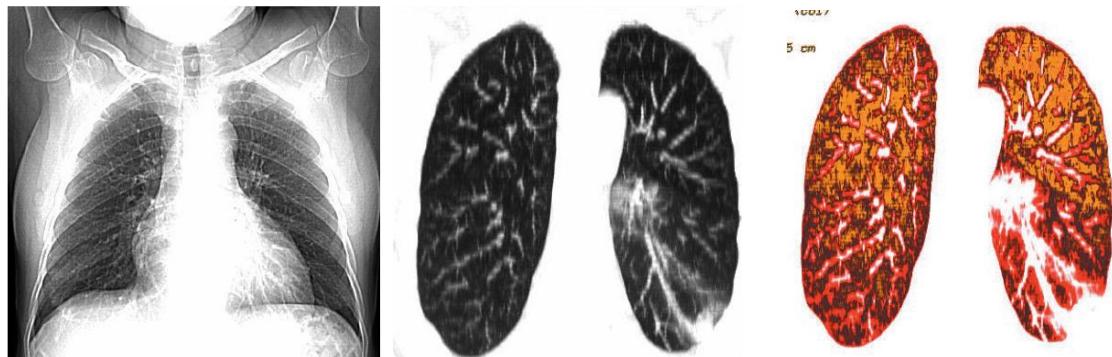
На обзорной рентгенограмме достоверных признаков изменений в легких не выявлено. При МСКТ в режиме цветовой фильтрации изображений (Page Phase) и при объемной реконструкции выявляются участки уплотнения легочной ткани, расположенные в базальных сегментах обоих легких, приближающиеся к треугольной форме, широко прилежащих к плевре, к которым подходят расширенные сосуды.
